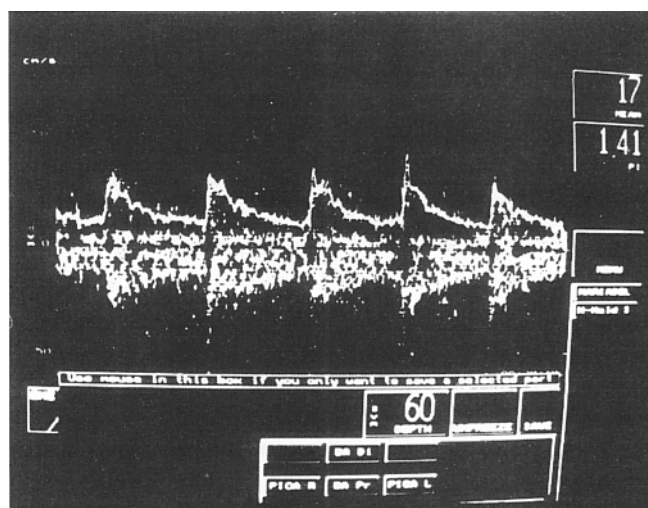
Estudio de Doppler transcraneal que muestra espectro de la velocidad del flujo sanguíneo cerebral normal de la arteria cerebral media izquierda. Se observa la fase sistólica, diastólica y una velocidad de flujo de 60 cm/s.
